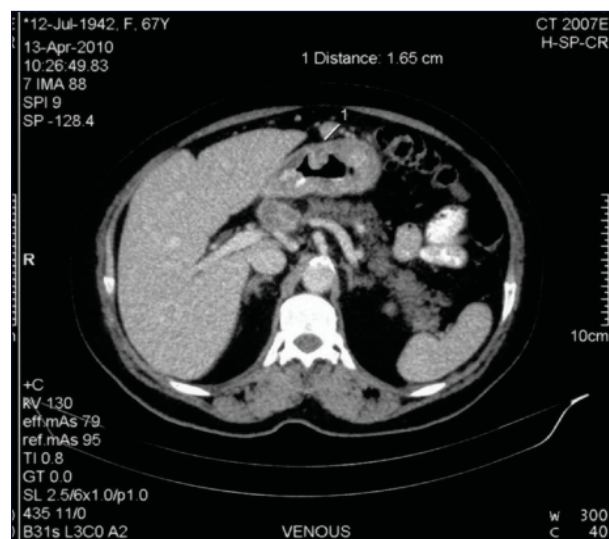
КТ органов брюшной полости до начала комбинированного лечения
